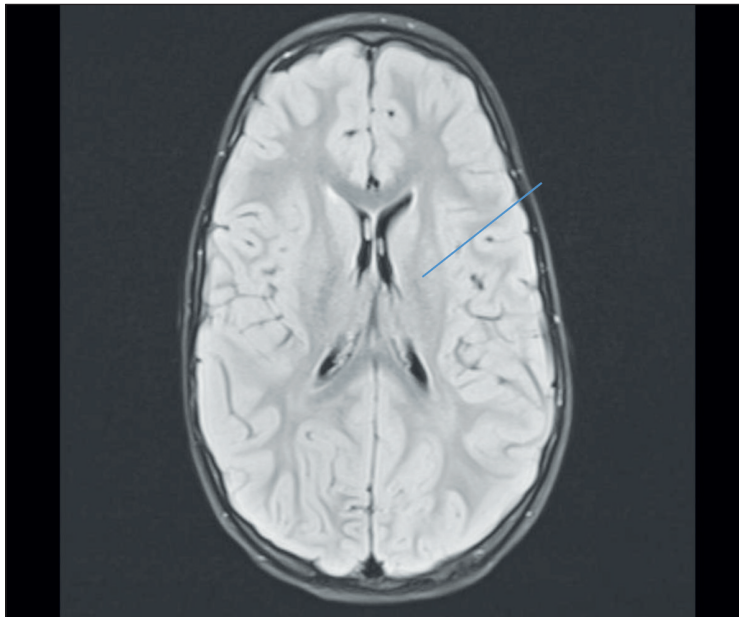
МРТ головного мозга: перивентрикулярная лейкомаляция у второго пациента
